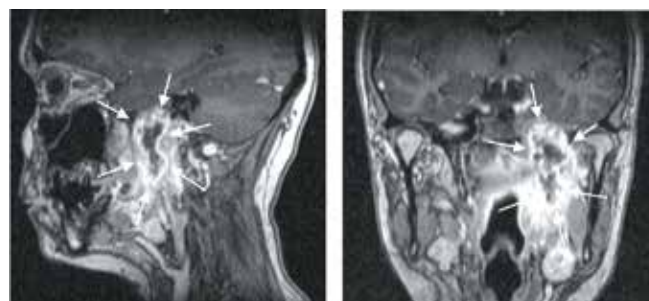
Магнитно-резонансная томография носоглотки с контрастированием от декабря 2022 г. Прогрессирование опухолевого процесса в носоглотке слева (очаг указан стрелками)
